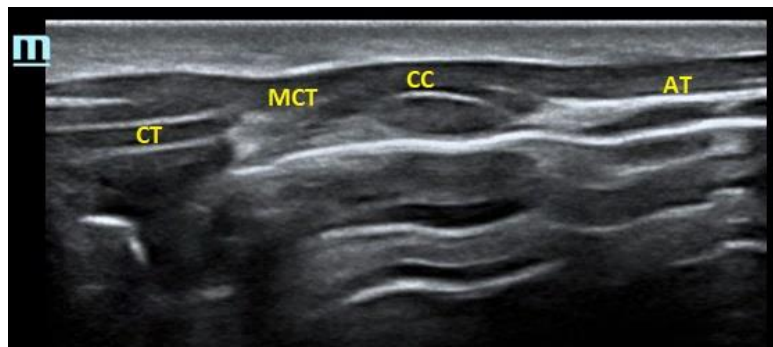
CT= cartílago tiroides; CC= Cartílago cricoides; MCT= membrana cricotiroides; AT= anillos traqueales. Fuente propia.
